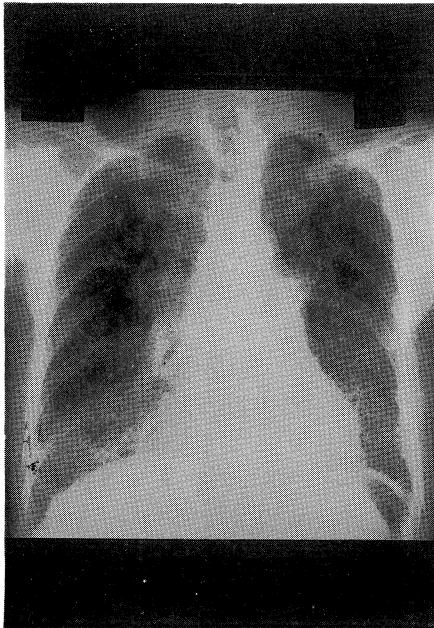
Chest X-ray film revealed diffusely reticular and small nodular opacities in the both lower lung fields.
